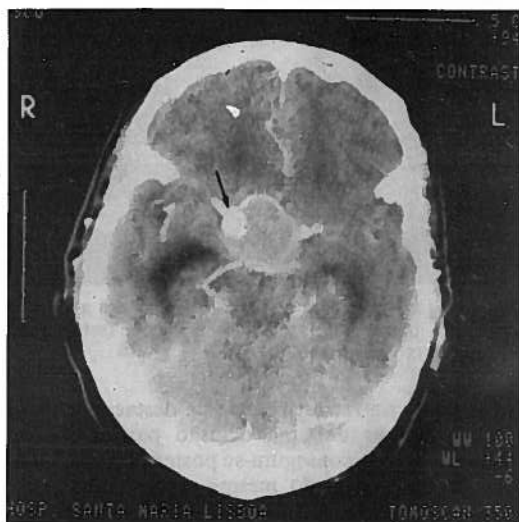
Caso 6—Tomografia computadorizada com contraste IV um mês pós embolização comprovando maior trombose e diminuição do aneurisma embora persista lúmen (seta).
